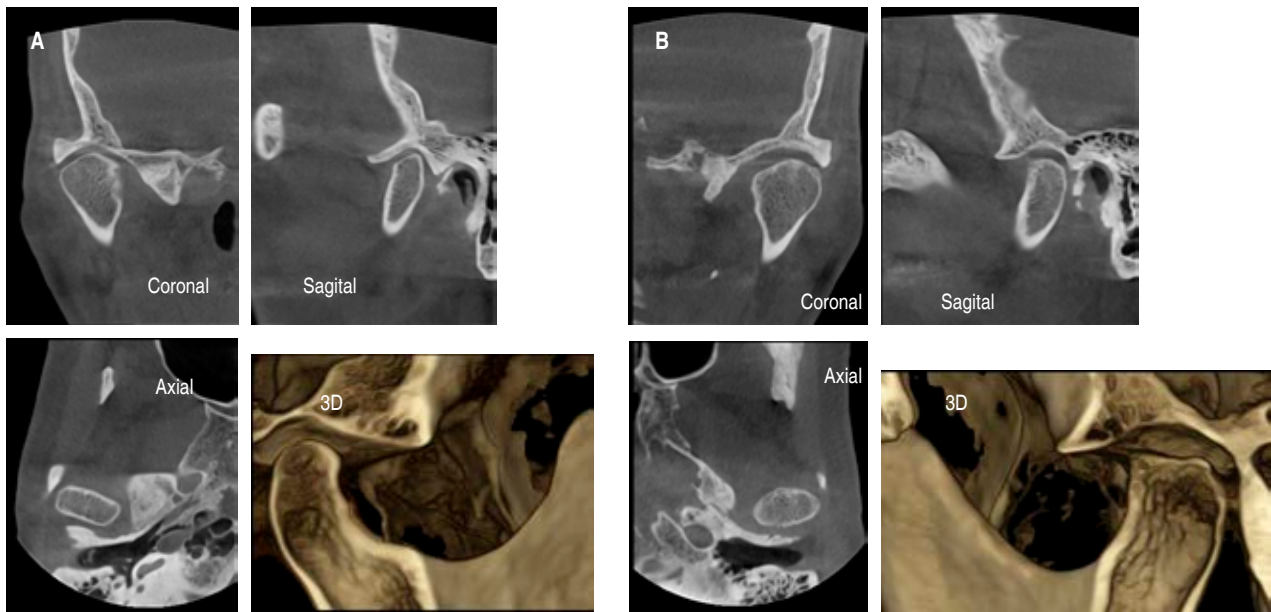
Tomografía computarizada de haz cónico de articulación témporo mandibular derecha (A), izquierda (B) con boca cerrada, cortes coronal, sagital, axial y reconstrucción 3D.
